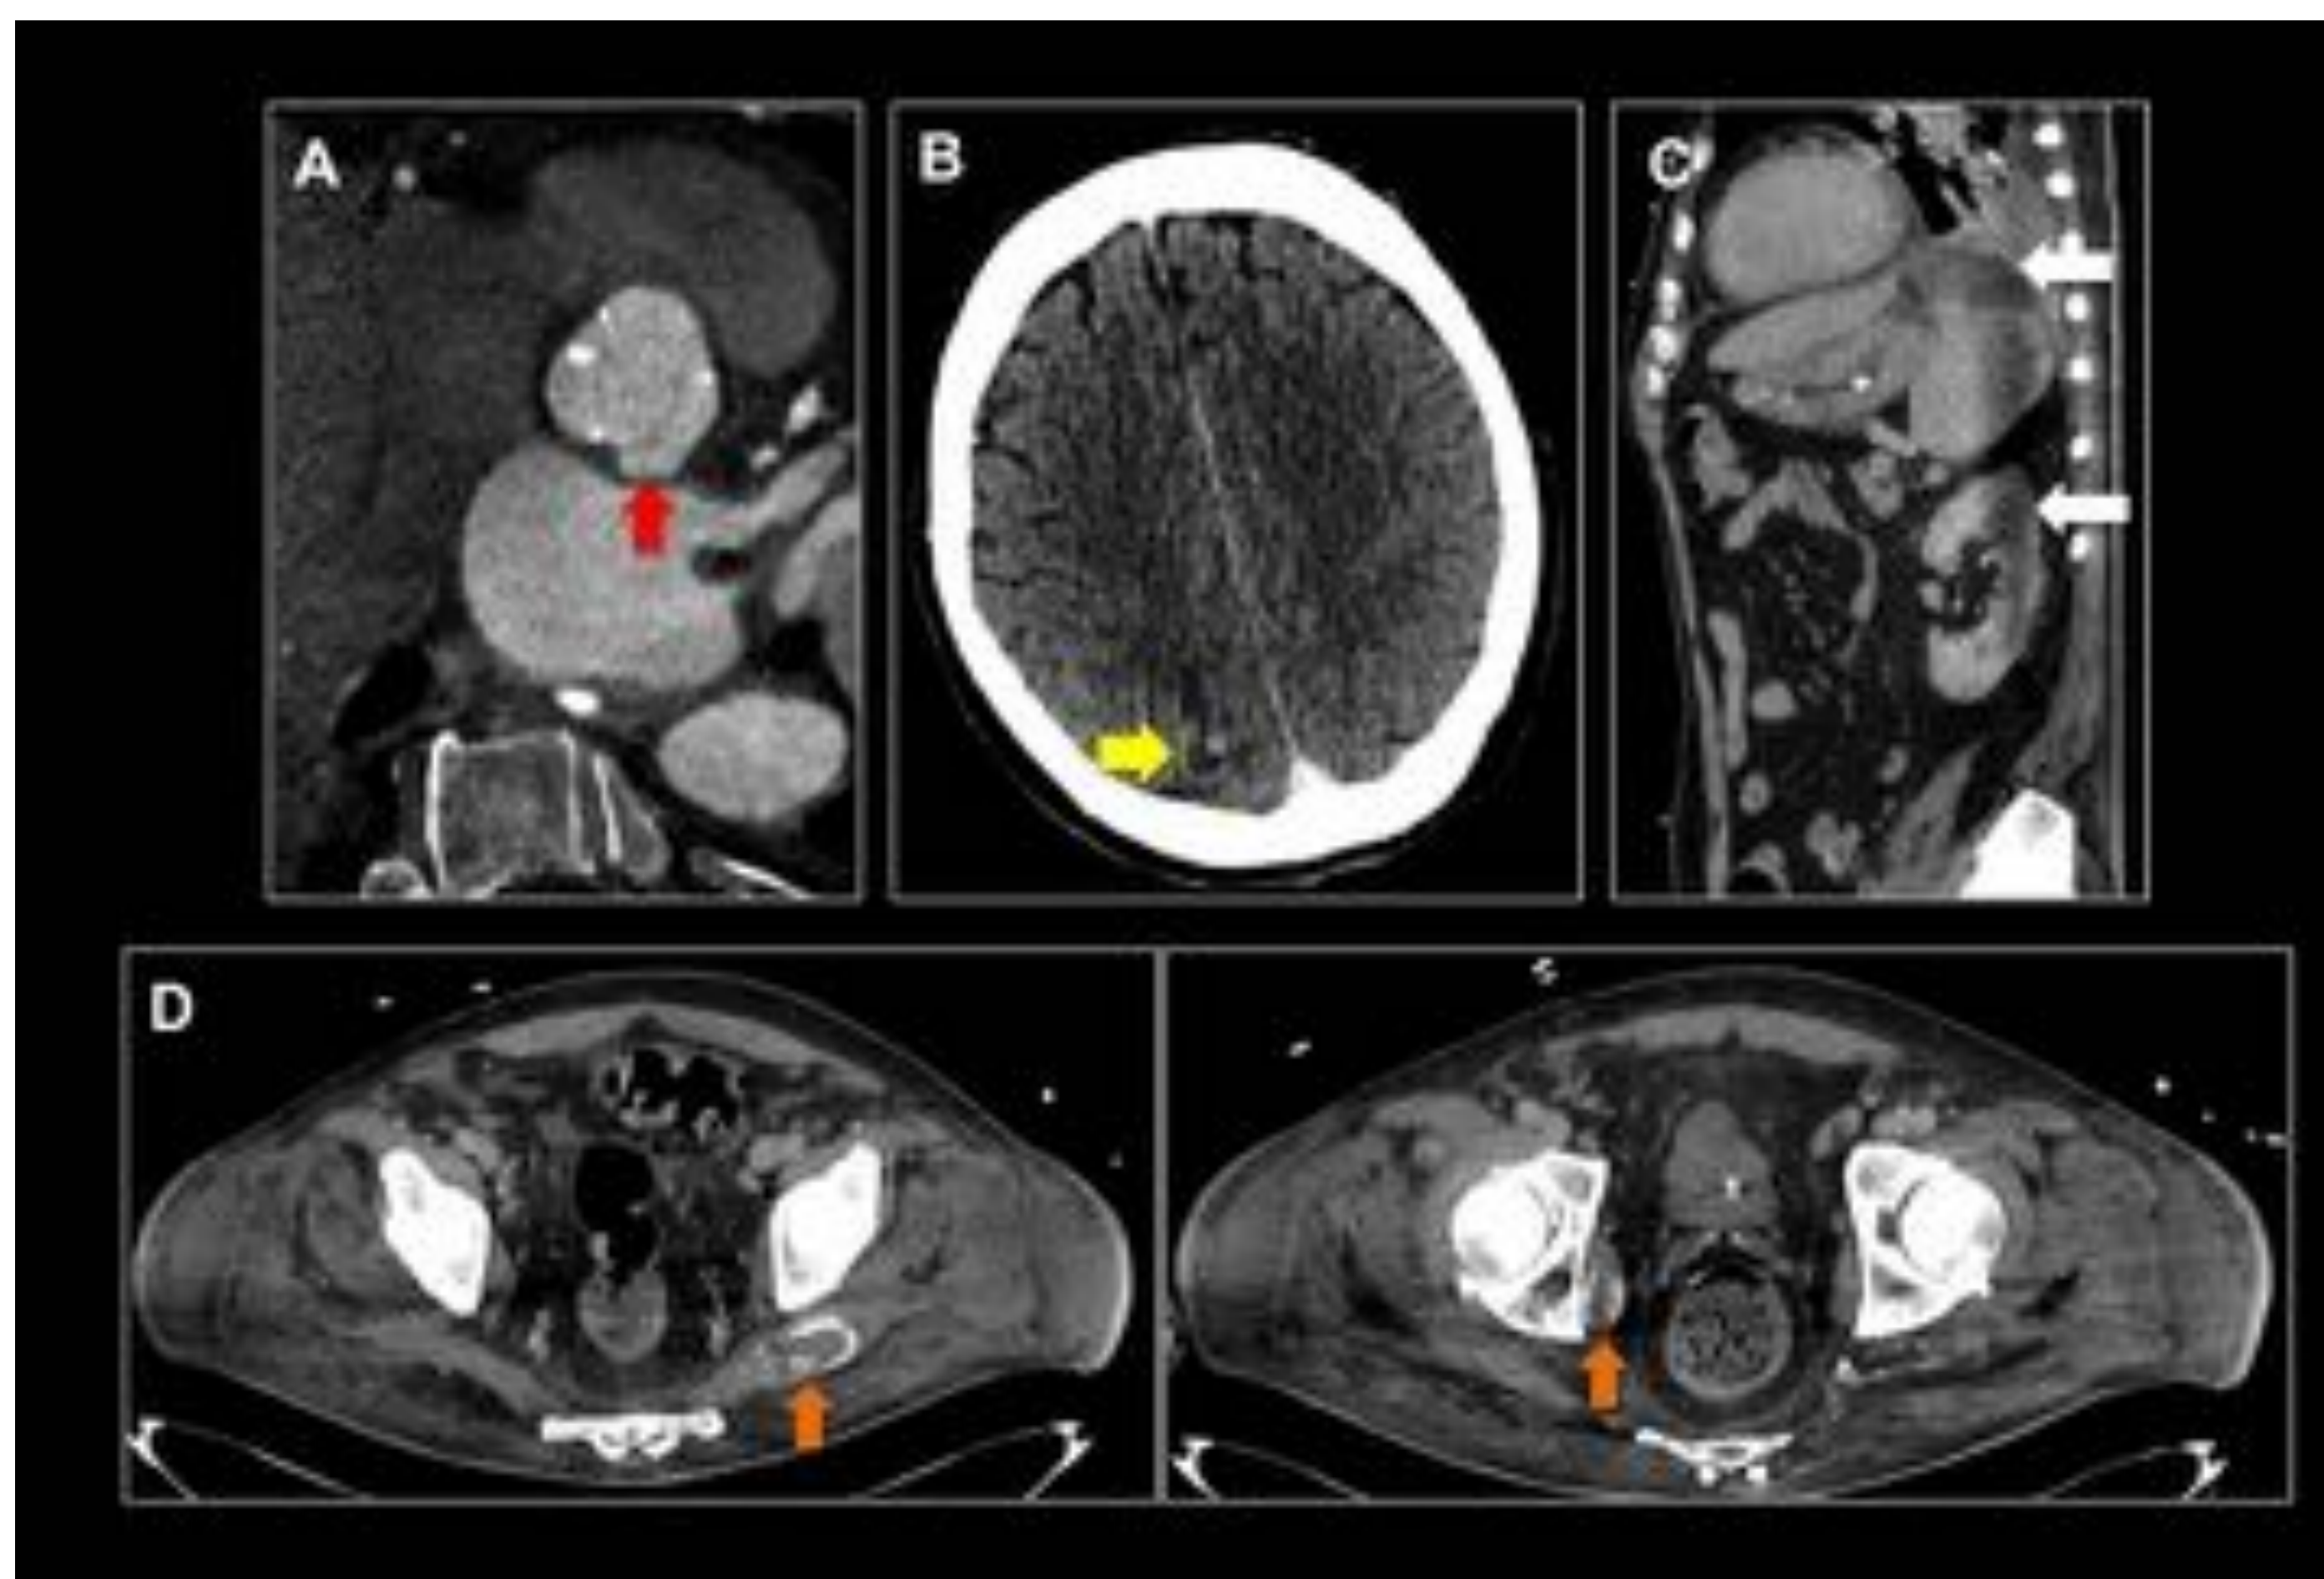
(A) Plano valvular, (B) Axial TC cráneo con CIV, (C) Sagital TC abdominopélvico CIV y (D) Axial TC abdominopélvico CIV. Endocarditis de válvula aórtica nativa. Pseudoaneurisma dependiente del seno coronario izquierdo (flecha roja). Absceso cerebral parietal derecho (flecha amarilla). Infartos renal y esplénico (flechas blancas). Infartos musculares en glúteo mediano izquierdo y obturador interno derecho (flechas naranjas).
